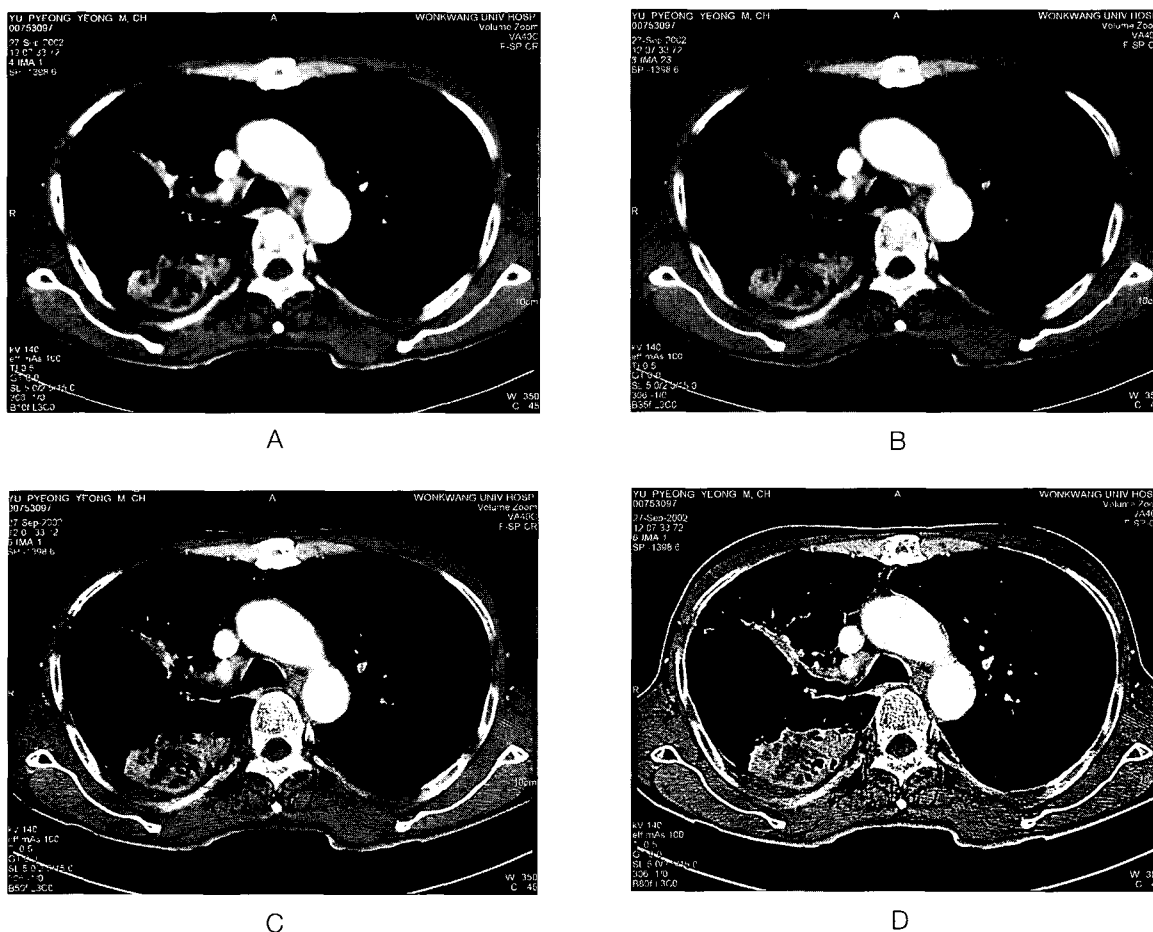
Examples of CT images according to 4 different reconstruction algorithms in a 57 year-old woman with lung mass in right lower lobe. Reconstruction algorithms are used soft(A), standard(B), bone(C), and detail(D) algorithm.
